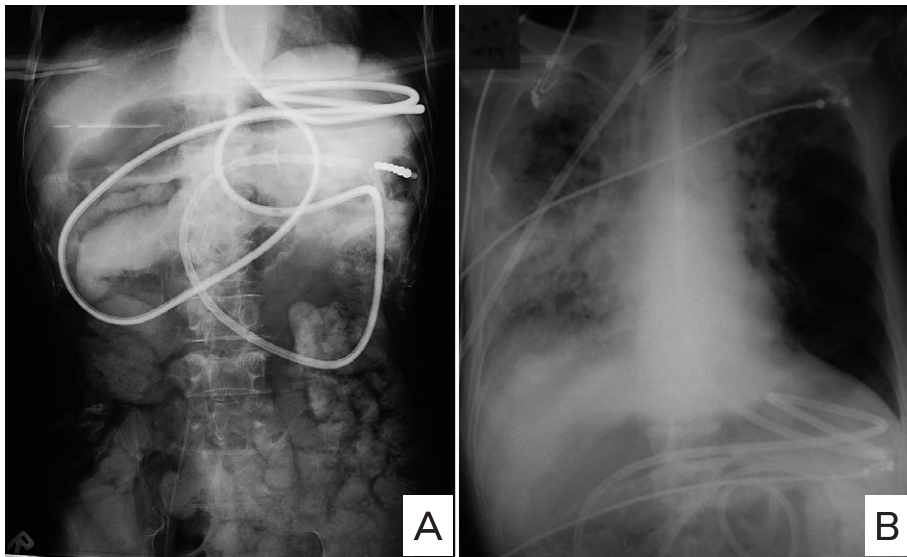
A: An abdominal X-ray film obtained after a Gastrographin infusion through an ileus tube. The contrast medium has reached into not only small intestine but also colon and this finding indicates that there is no obstruction of small intestine causing ileus. B: A chest X-ray. This X-ray shows shadowing in whole of right lung indicating severe lobar pneumonia.
